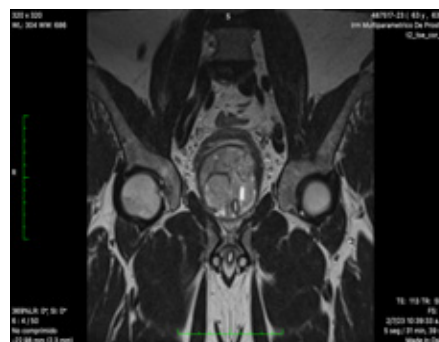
RMN corte coronal T2 contornos definidos, sin restricción a la difusión, sin captación en fase precoz PIRADS II
